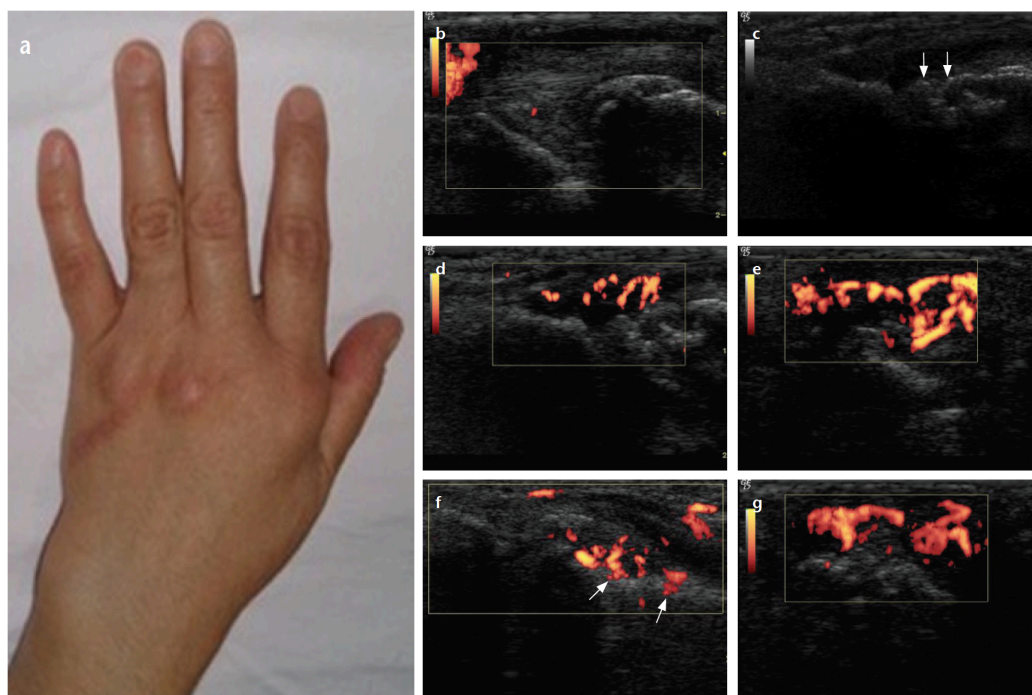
Imagen por ultrasonografía Doppler de mano izquierda de paciente con artritis reumatoide de 48 años (693). La fotografía de la mano izquierda (a) muestra hinchazón en la muñeca y en el segundo dedo. La imagen Doppler (b) muestra una vascularización mínimamente aumentada en la articulación ulnocarpiana izquierda (muñeca). En la imagen (c) mediante la escala GS-US se muestra irregularidad cortical (flechas) en la segunda articulación metacarpofalángica izquierda (dedo). En las imágenes Doppler (d-g) se muestra una vascularización severamente aumentada con penetración cortical (f, flechas) en la segunda articulación metacarpofalángica izquierda (dedo).
